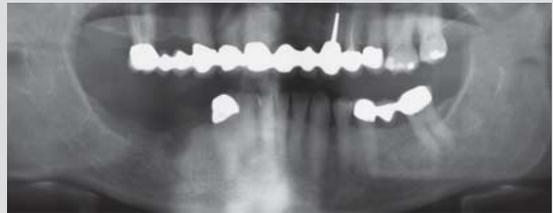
OPG-Röntgenaufnahme.
